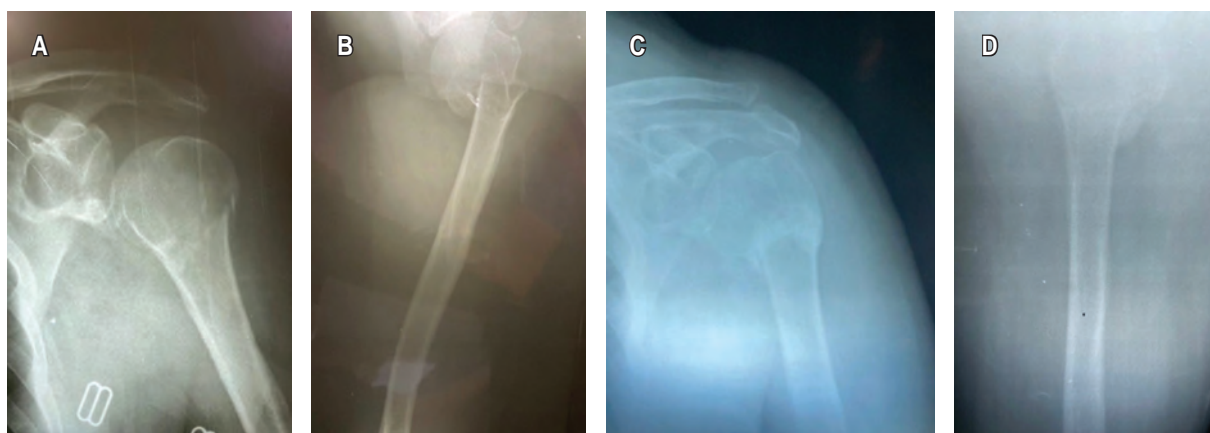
Femenino de 64 años con fractura de húmero proximal izquierdo Neer II radiografías al ingreso por urgencias y a las 12 semanas de evolución, consolidación ósea GIV Montoya. A) Radiografía anteroposterior de hombro izquierdo al ingreso. B) Radiografía axilar en Y de hombro izquierdo al ingreso. C) Radiografía anteroposterior de hombro izquierdo a las 12 semanas. D) Radiografía axilar en Y hombro izquierdo a las 12 semanas.
